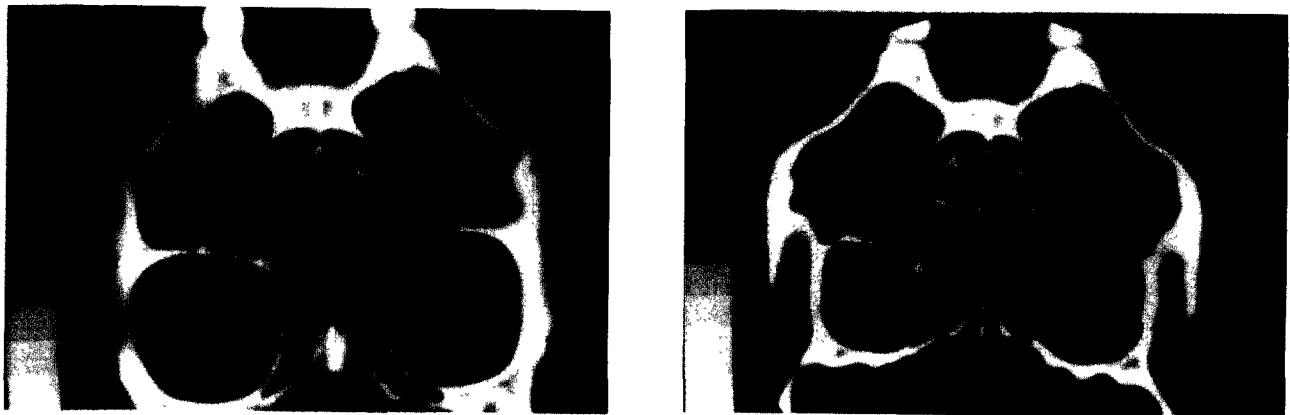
(Left) Preoperative CT view of left blow-out fracture. (Right) Three months postoperative CT view of the same patient. Herniated orbital content is reduced and the contours of both orbital floors are symmetric.
